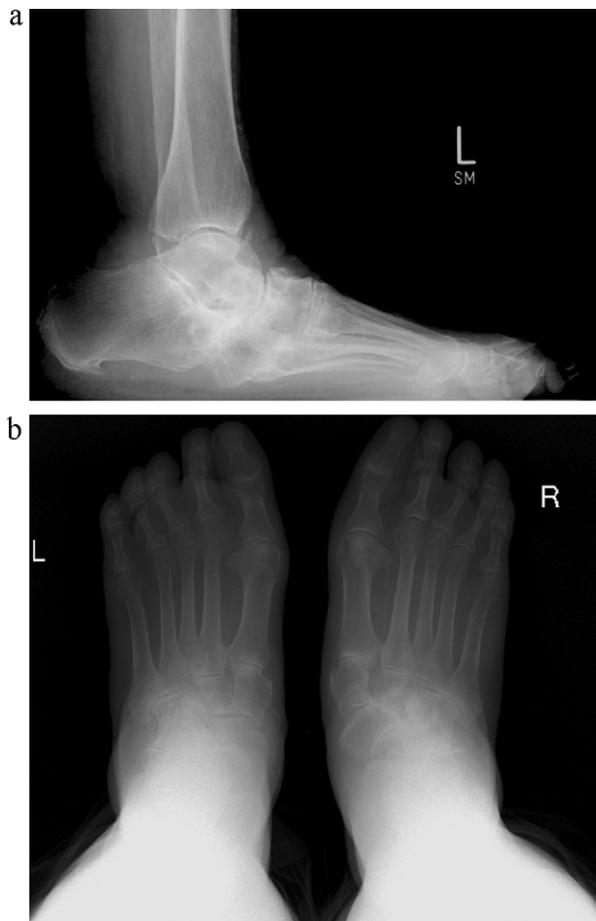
Präoperative Röntgenbilder mit Belastung, welche einen schweren Plattfuß zeigen (Abb. 1a: seitlich; Abb. 1b: dorsoplantatar). Bei diesem Fall lag eine Ulzeration im mittleren Bereich der Fußsohle vor. Klassifikation als Charcot-Arthropathie Sanders/Frykberg 3, Eichenholtz 2, Wagner/Armstrong 3B, PEDIS 3.
